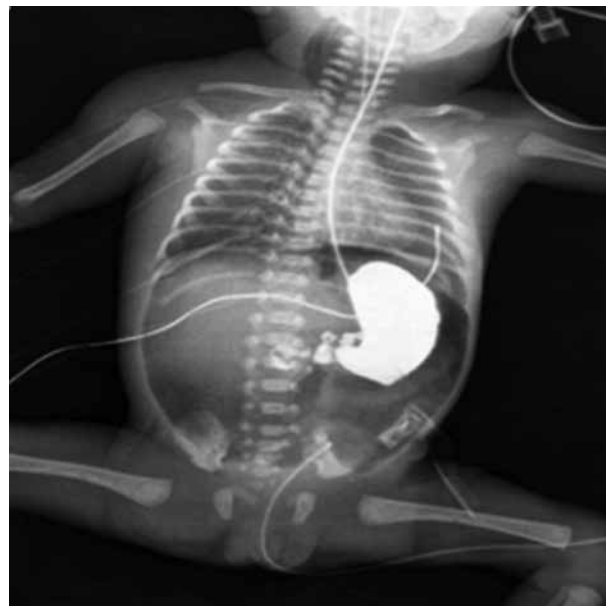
Radiografía AP de tórax y abdomen: colección aérea cervical, tórax sin hallazgos sugerentes de barotrauma, neumoperitoneo masivo. Ausencia de perforación gastroduodenal.
